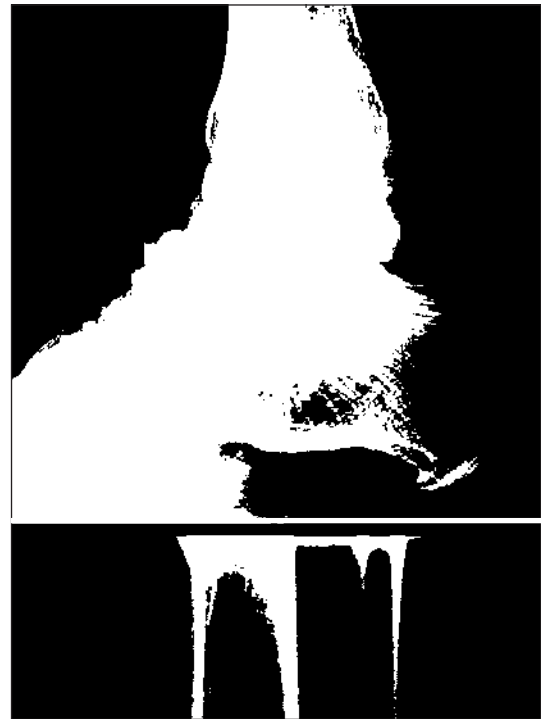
Radiografias mostrando fratura do colo do tálus, com traços de fratura difíceis de identificar.
